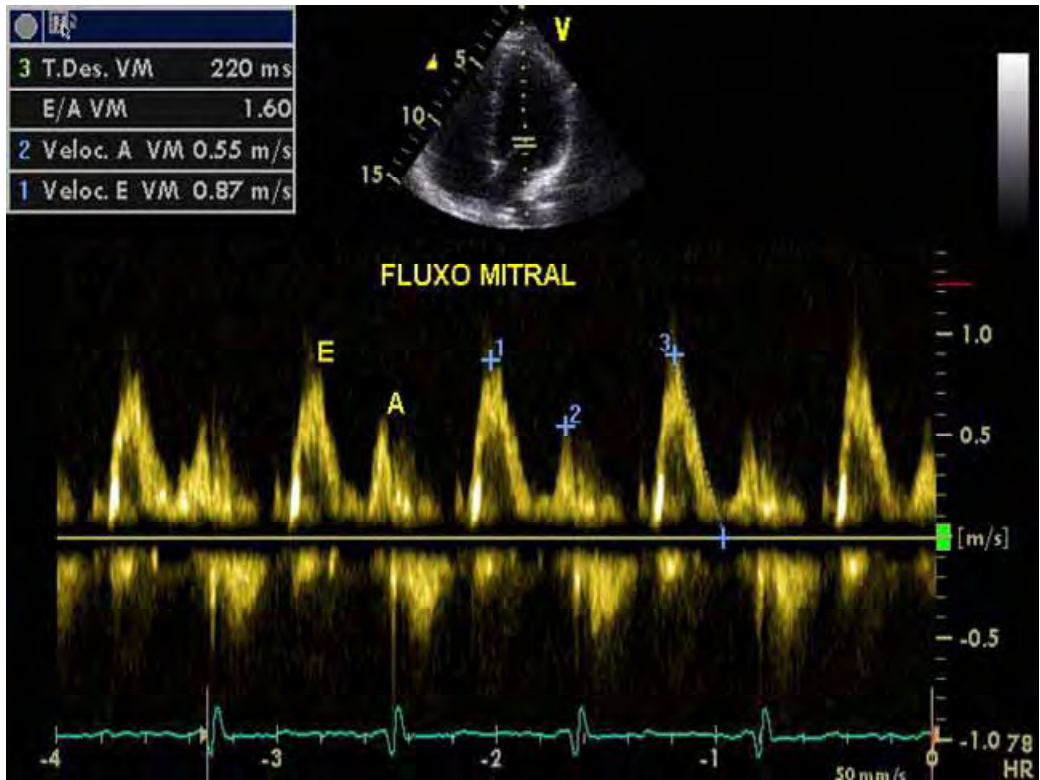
Fluxo diastólico transvalvar mitral pelo Doppler pulsátil. E: velocidade máxima do fluxo na fase de enchimento rápido; A: velocidade máxima do fluxo na fase de enchimento tardio; tempo de desaceleração da onda E (TDE): intervalo de tempo entre o pico da onda E e sua extrapolação para a linha base.
